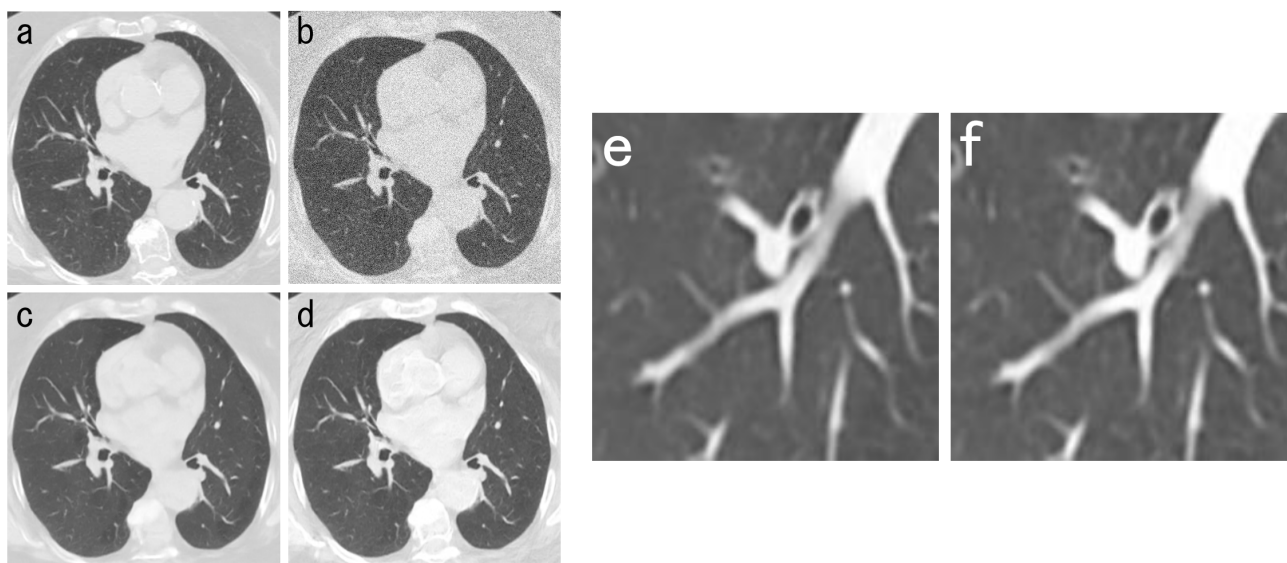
肺野 CT 画像 (a: 教師画像, b: 入力画像, c: ノイズ除去画像 (U-Net), d: ノイズ除去画像 (提案手法), e: 拡大画像 (U-Net), f: 拡大画像 (提案手法))
